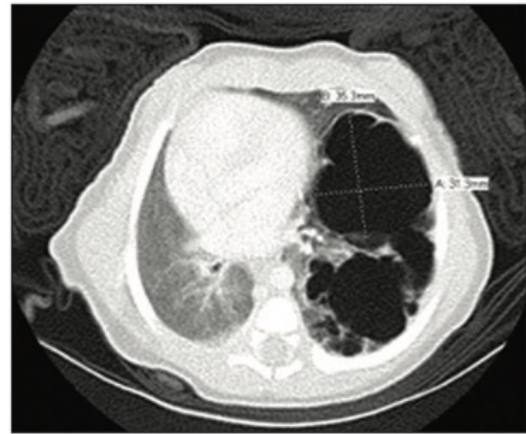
Computed tomography of the chest of a 7-day-old girl with congenital pulmonary adenomatoid malformations of left upper lobe.
